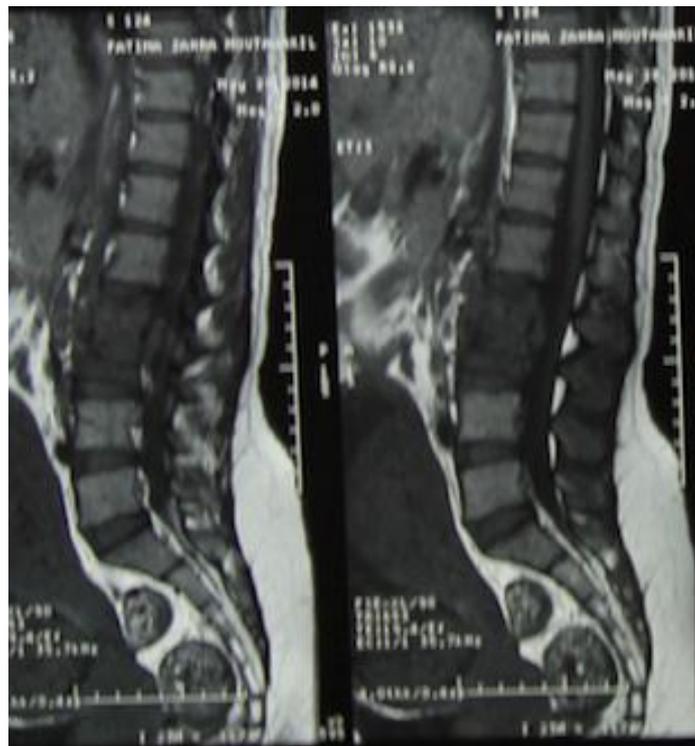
IRM spinale thoracolombaire séquence T1 coupes sagittales montrant une spondylite tumorale de 2 hauteurs vertébral L2 et L3.
